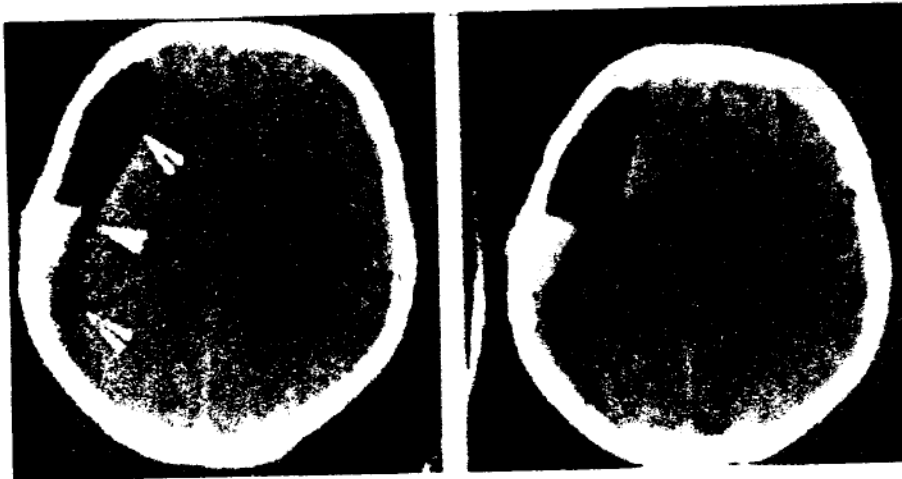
CT cerebral nativ: acumulare falci-formă (săgeți) cu conținut mixt aeric (negru -densitate - 300 - 400 UH), sanguin (70-80 UH) și fluid (10-15 UH), extraparenchimatoasă subdurală fronto-parietală dreaptă cu ștergerea reliefului cortical adiacent - hematom mixt subdural fronto-parietal drept.
